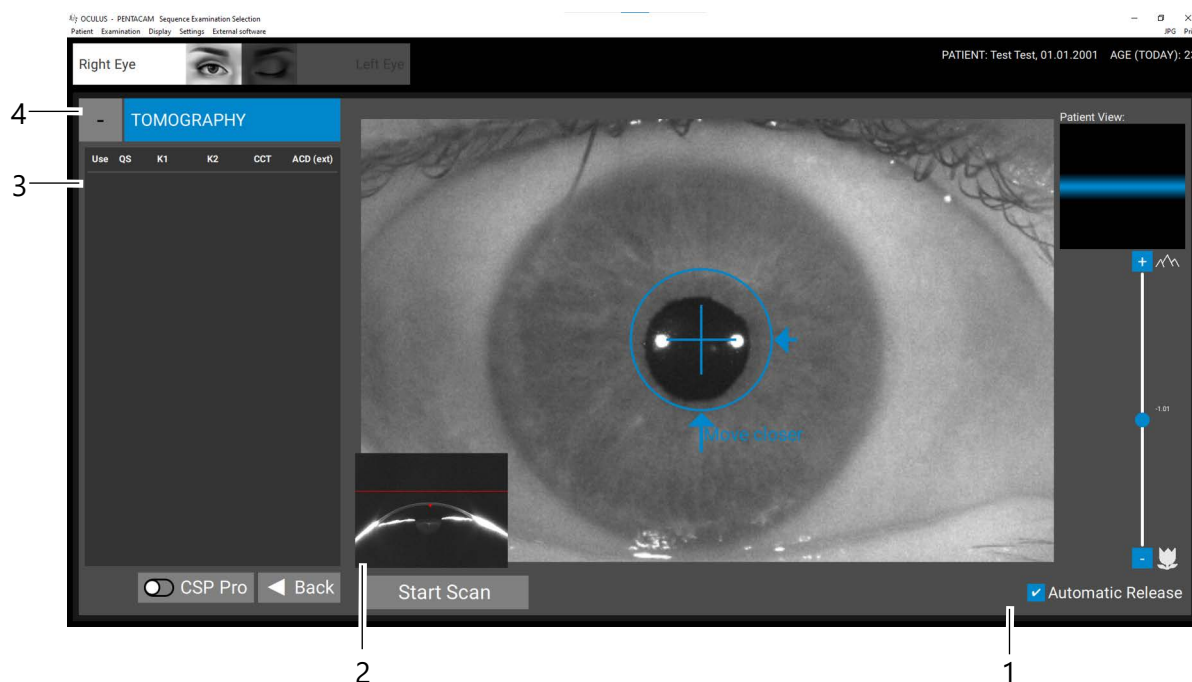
Undersøgelsesskærm "Tomografi"
